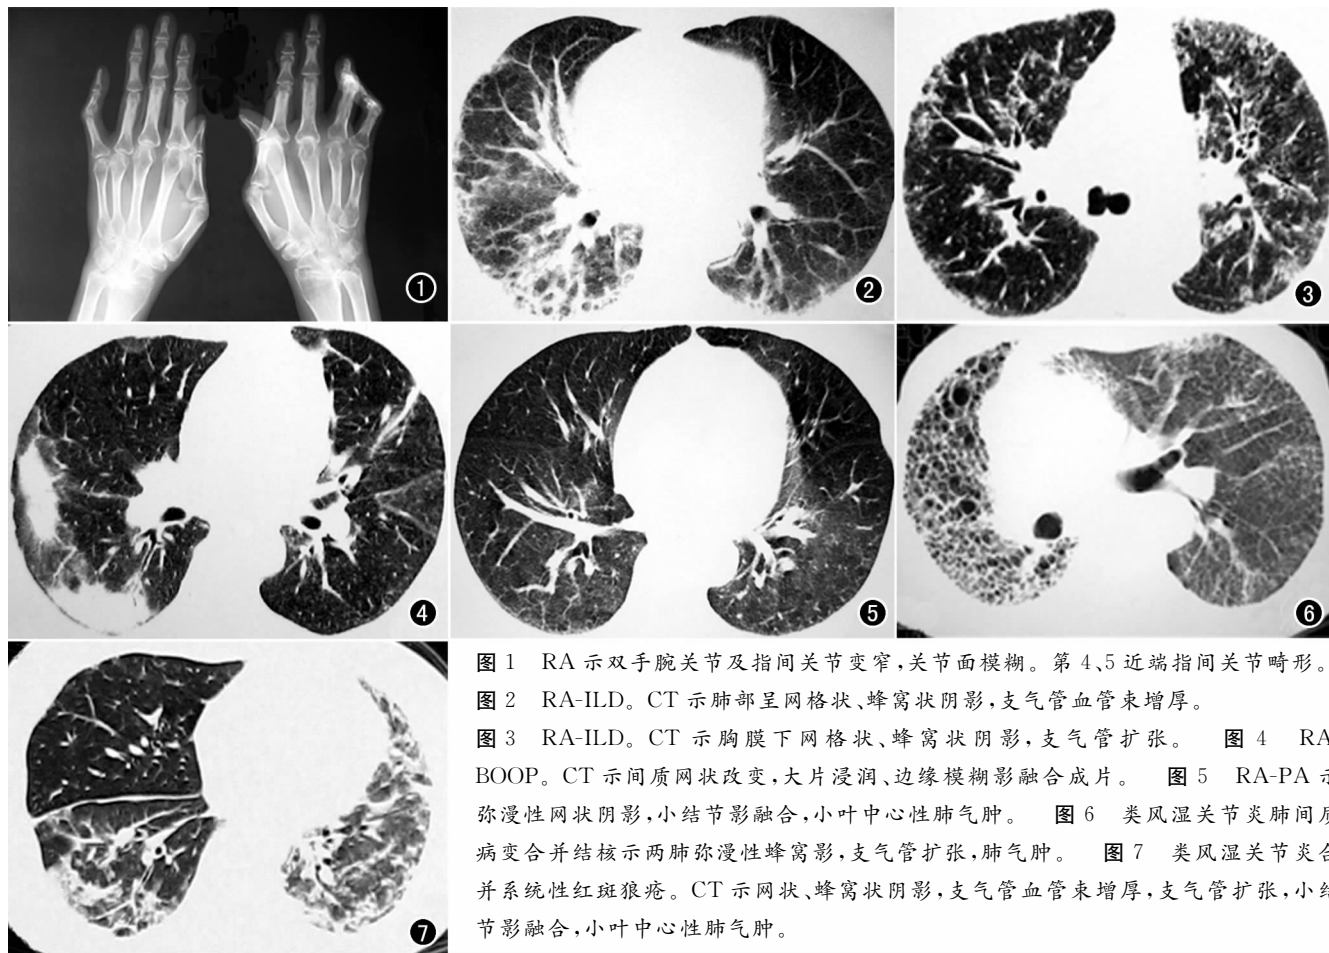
RA 示双手腕关节及指间关节变窄, 关节面模糊。第 4、5 近端指间关节畸形。图 2 RA-ILD。CT 示肺部呈网格状、蜂窝状阴影, 支气管血管束增厚。图 3 RA-ILD。CT 示胸膜下网格状、蜂窝状阴影, 支气管扩张。图 4 RA-BOOP。CT 示间质网状改变, 大片浸润、边缘模糊影融合成片。图 5 RA-PA 示弥漫性网状阴影, 小结节影融合, 小叶中心性肺气肿。图 6 类风湿关节炎肺间质病变合并结核示两肺弥漫性蜂窝影, 支气管扩张, 肺气肿。图 7 类风湿关节炎合并系统性红斑狼疮。CT 示网状、蜂窝状阴影, 支气管血管束增厚, 支气管扩张, 小结节影融合, 小叶中心性肺气肿。
